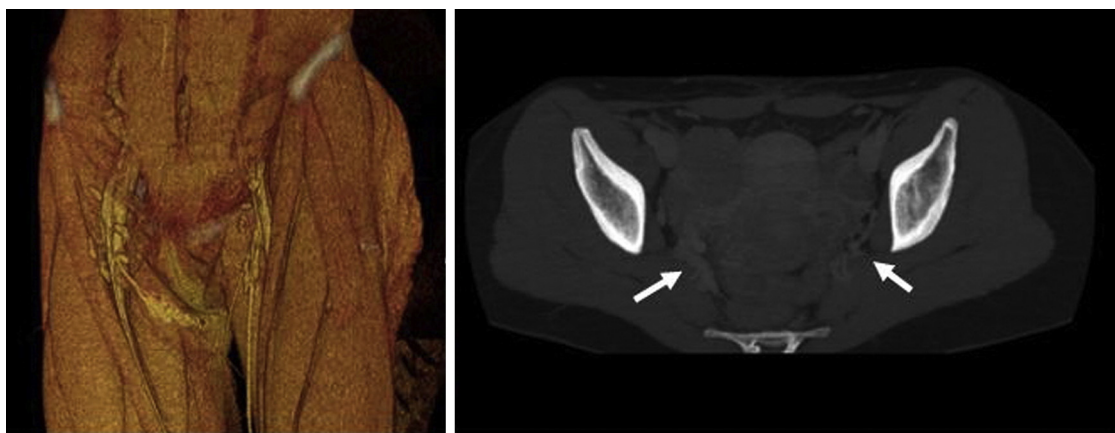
Angio-TC preoperatorio en el que se evidencia a) la presencia de una malformación vascular en cara interna de la raíz de miembro inferior derecho dependiente de venas ilíacas derechas, así como b) venas de gran calibre a nivel de útero y anejos (flechas).
